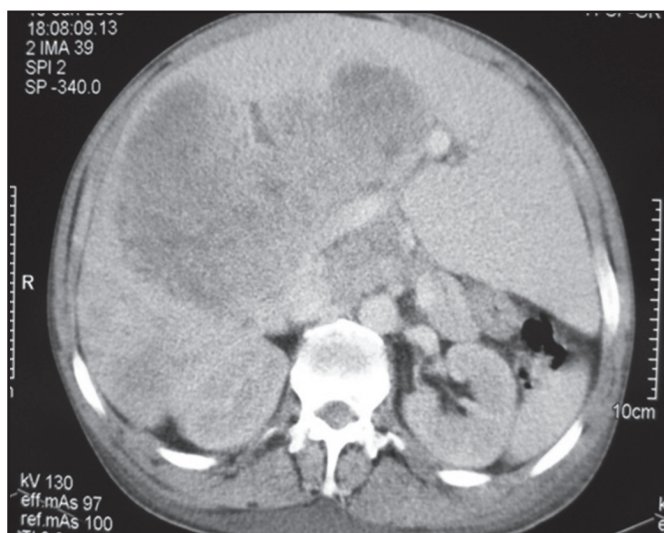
Tomografia computadorizada demonstrando múltiplos nódulos hepáticos, mais no lobo direito, e massa retroperitoneal com áreas hipodensas.
